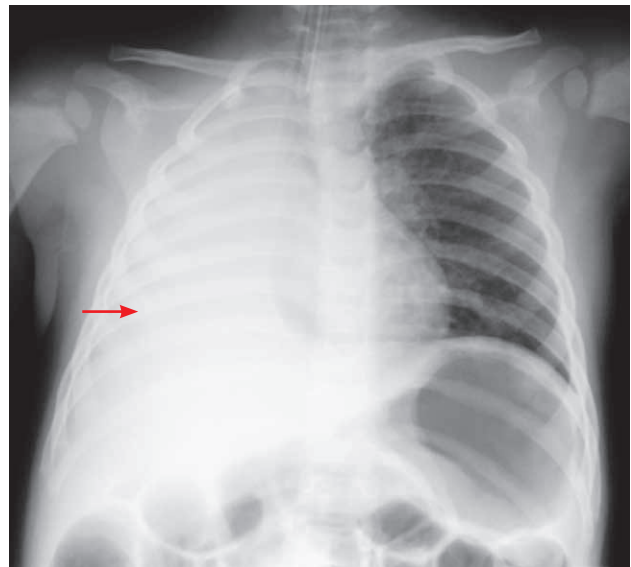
Radiografía de tórax tras intubación orotraqueal urgente que muestra atelectasia masiva secundaria a broncoaspiración.
